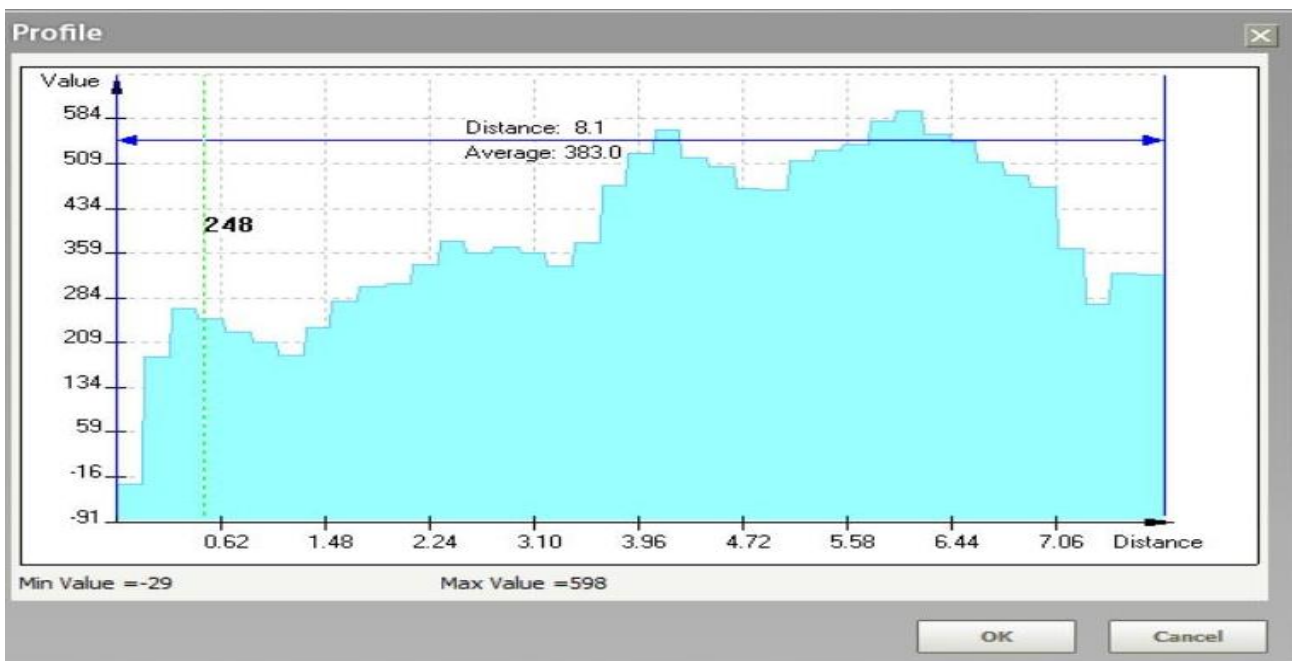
Крива щільності кісткової тканини при використанні лінійного профілю на КТ-зображенні у програмі Ez3D2009
